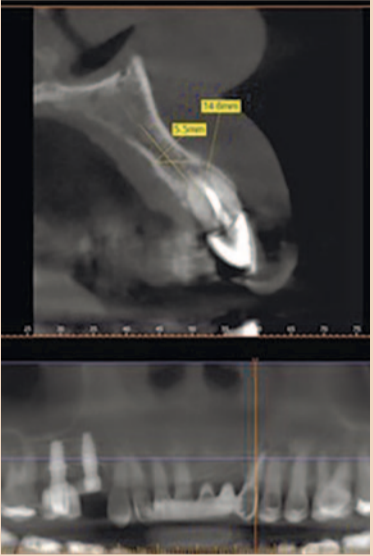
Исходный КТ-срез и ортопантограмма, визуализация левого клыка верхней челюсти
